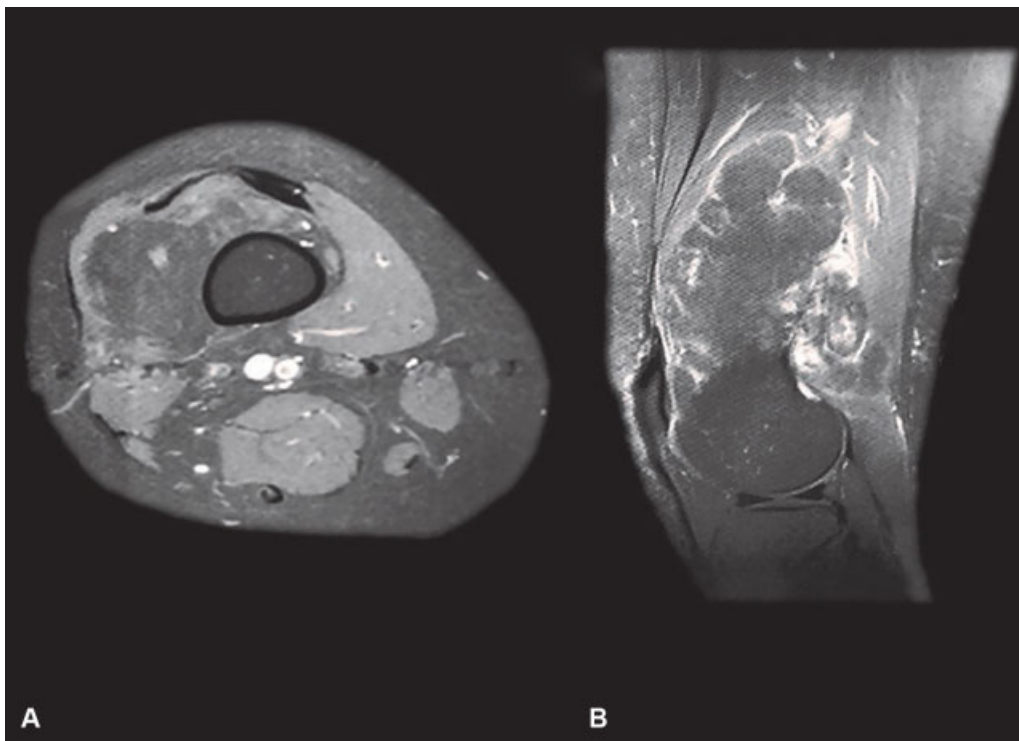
Ressonância magnética do joelho direito (caso 2): axial em T1 com saturação de gordura (A) e vistas da densidade de prótons sagitais saturados para gordura (B) após administração de contraste com gadolínio, mostrando massa lobulada globalmente homogênea com realce periférico muito irregular (mas sem captação da lesão), compatível com tumor lipomatoso.
